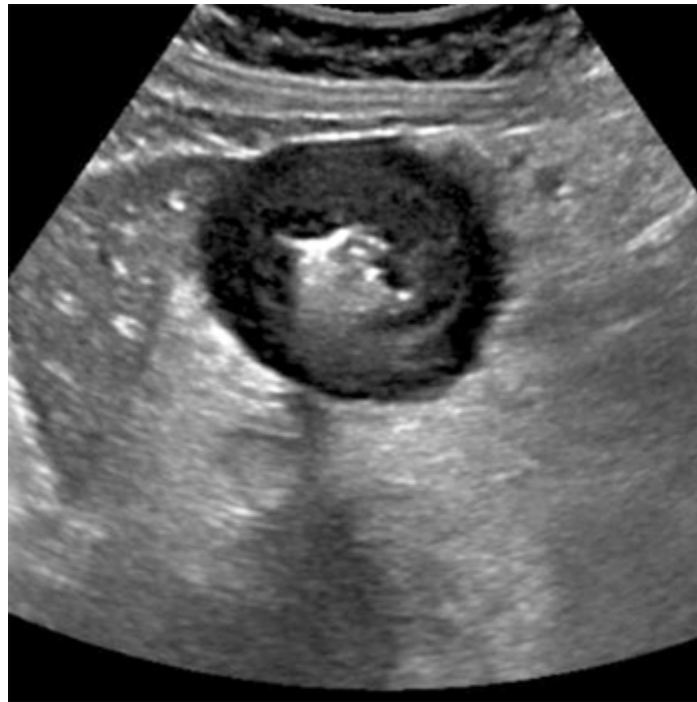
Examen ultrasonográfico del estómago. Obsérvese, en un corte transversal al órgano, el engrosamiento marcado de las paredes gástricas y su aspecto hipoecogénico.
